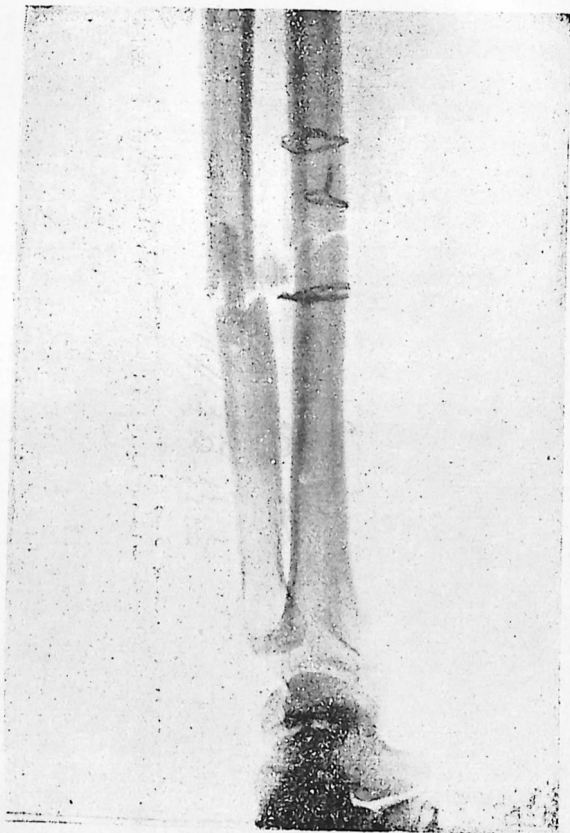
Radiografía del antebrazo del Sr. P. C. operado en 1923 en que se puede ver una osteosíntesis del radio con una placa de hueso muerto de ternera conservado en alcohol amarrada con tres alambres y el cúbito, el cual fué enclavijado con un trozo cilíndrico de hueso.
